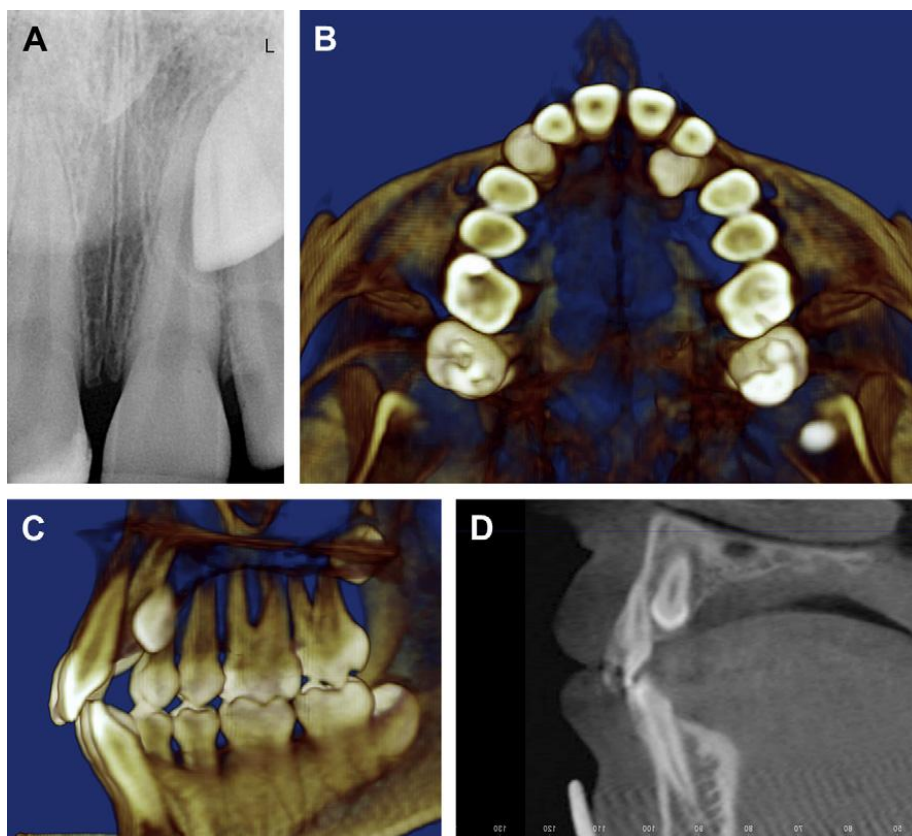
(A) Radiografia periapical mostrando um dente 23 impactado. (B) Imagem axial de TCFC mostrando a posição palatina do dente 23. (C) Imagem de TCFC da relação entre os dentes 21 e 23. (D) Imagem de TCFC sagital demonstrando a proximidade do dente 21 à raiz do 22. (Hechler SL. Cone-beam CT: applications in orthodontics. Dental clinics of North America. 2008;52(4):809-23, vii. Epub 2008/09/23)
